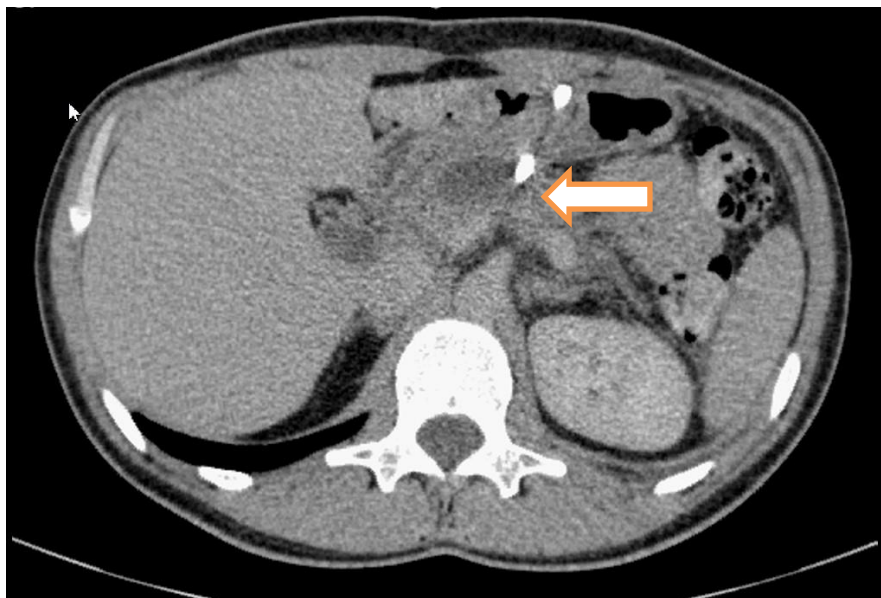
КТ пациента контрольной группы С, 36 лет, после выполнения ПДВ на 10 день после пункции и дренирования, уменьшенная полость указана стрелкой.
